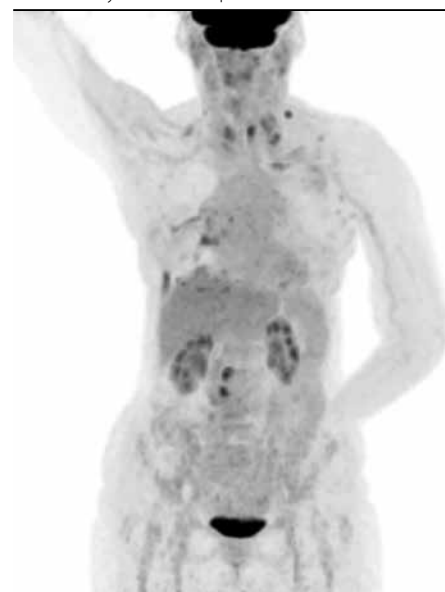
PET/CT z novembra 2014 pred liečbou docetaxel plus nintedanib
